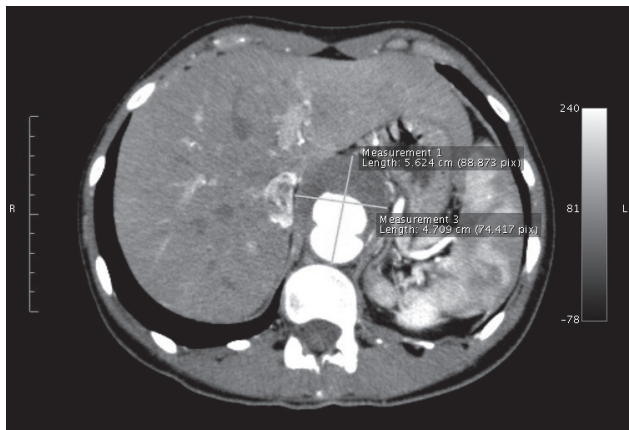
Angiotomografia de aorta: aneurisma sacular de aorta abdominal de 5,7 cm de diâmetro acima do tronco celíaco
